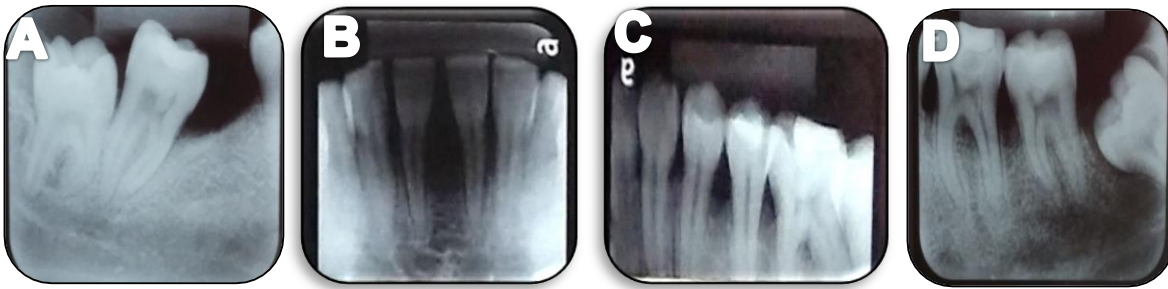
Radiografias Periapicais Iniciais da Arcada Inferior (01/05/2015). A: Molares esquerda; B: incisivos e caninos; C: pré-molares e molares direita; D: molares direita.
